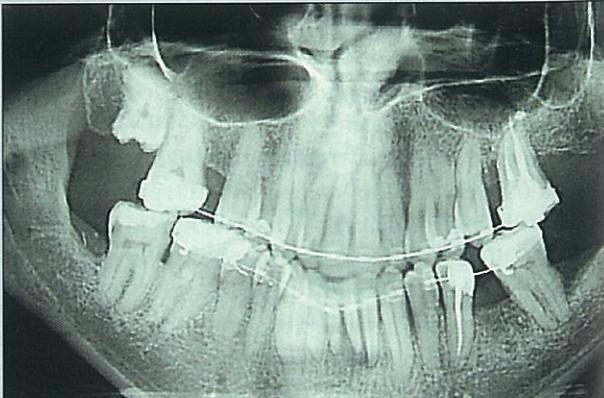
Ортопантомограмма пациента А. с хроническим генерализованным пародонтитом.
